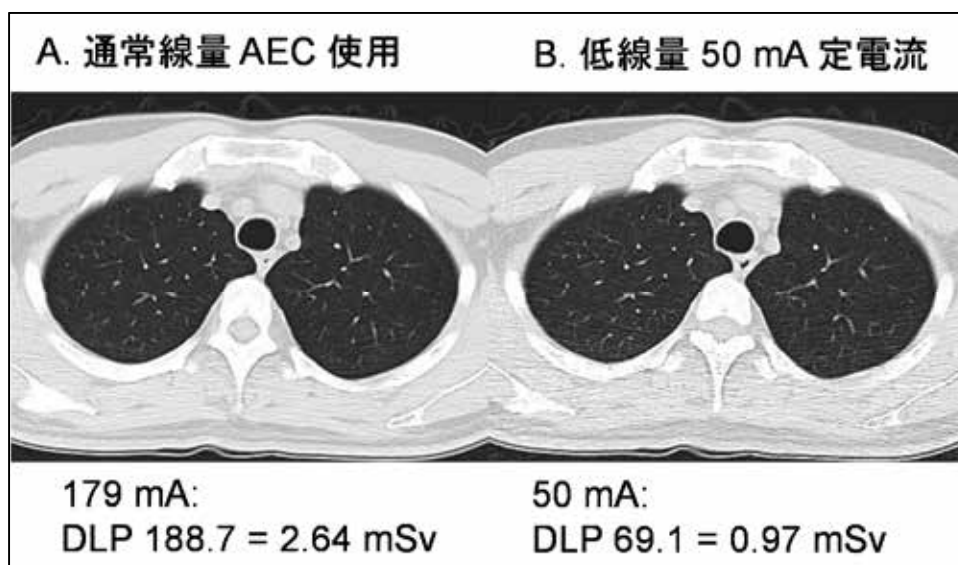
通常線量 CT と低線量 CT との比較：症例 1
